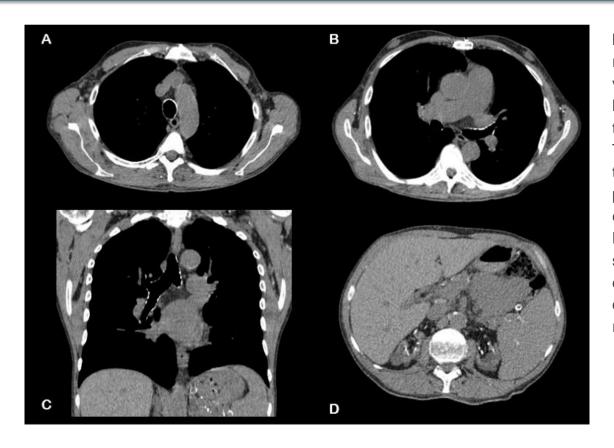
Cortes axiales (A, B y D) y reconstrucción coronal (C) de TC en ventana mediastinal en donde se muestran las finas calcificaciones en cartílagos de la tráquea y bronquios principales (A, B y C). También se evidencian calcificaciones en tejidos blandos de la caja torácica, principalmente en topografía axilar bilateral, en relación a calcificaciones vasculares (A y B). Por último, en cortes de abdomen superior (D), se observa franca disminución del espesor de la corteza renal bilateral, con quistes corticales y calcificaciones en senos renales.
